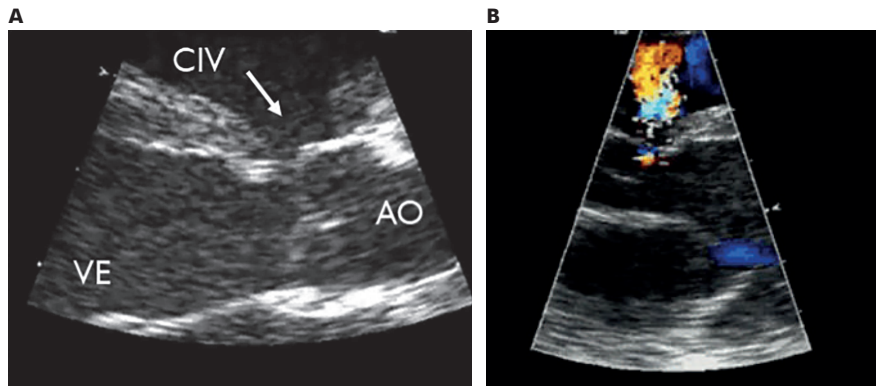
• A figura A mostra uma imagem ecocardiográfica de CIV pequena localizada no septo membranoso e região subaórtica; a seta indica CIV membranosa. A figura B mostra o fluxo interventricular demonstrado por ecografia Doppler codificada em cor. AO – aorta; VE – ventrículo esquerdo.
